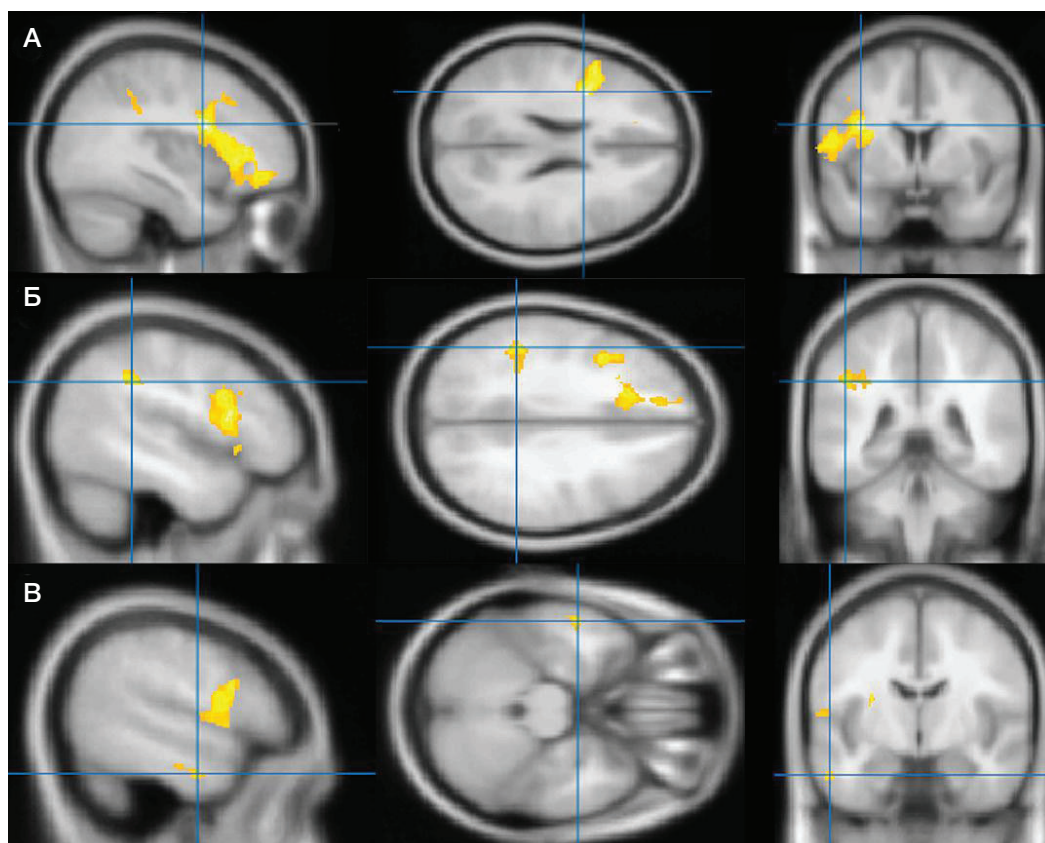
Локализация зон статистически значимого ($p_{FWE-corr} < 0,05$) уменьшения объема СВ головного мозга у пациентов с ЛВД по сравнению с контрольной группой. А. Левая нижняя лобная извилина. Б. Левая надкраевая извилина. В. Левая фузиформная извилина. Слева направо: сагиттальный, аксиальный и коронарный срезы
